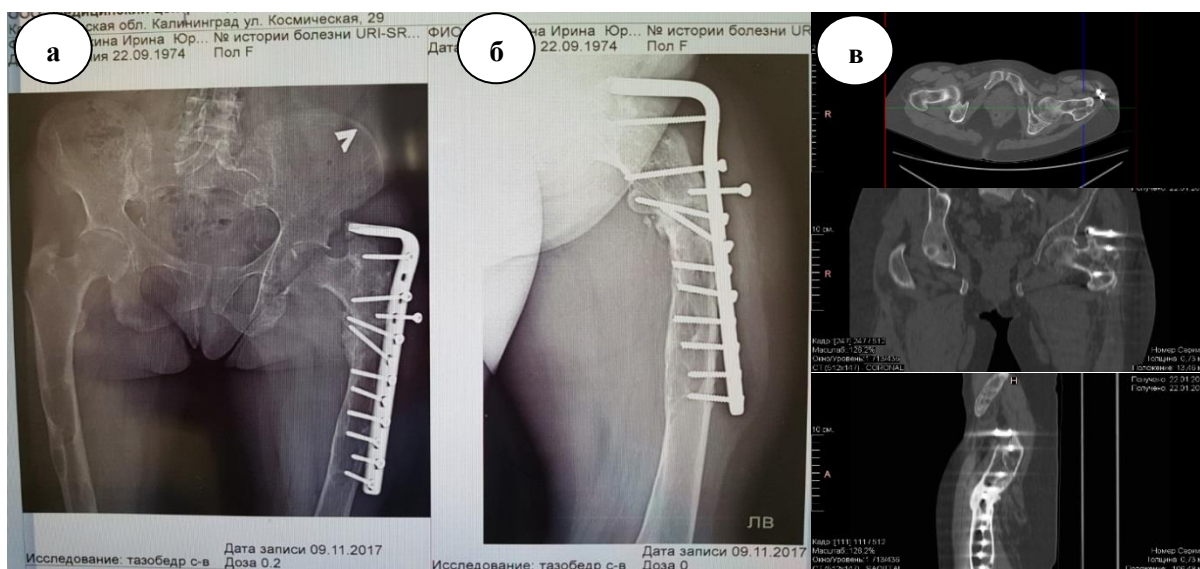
Данные рентгенографии и МСКТ через 9 месяцев после первично выполненного остеосинтеза: а, б – рентгенограммы в прямой и боковой проекциях; в – МСКТ в аксиальной, прямой и боковой проекциях
